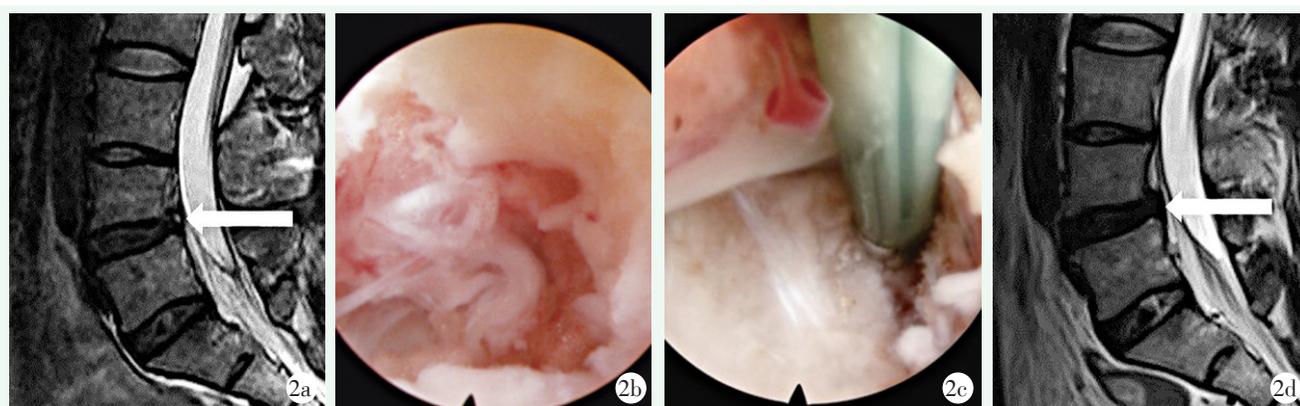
患者，男，42 岁，非 PRP 治疗 2a: 术前腰椎 MRI 示 L_{4/5} 后缘高信号，椎间盘信号不均匀，Pfirrmann III 级 2b: 术中镜下找到纤维环破裂口 2c: 术中使用双极射频刀头将长入盘内的异常组织消融灭活 2d: 术后腰椎 MRI，L_{4/5} 后缘高信号消失，但椎间盘信号较前变低、色灰黑，Pfirrmann IV 级
